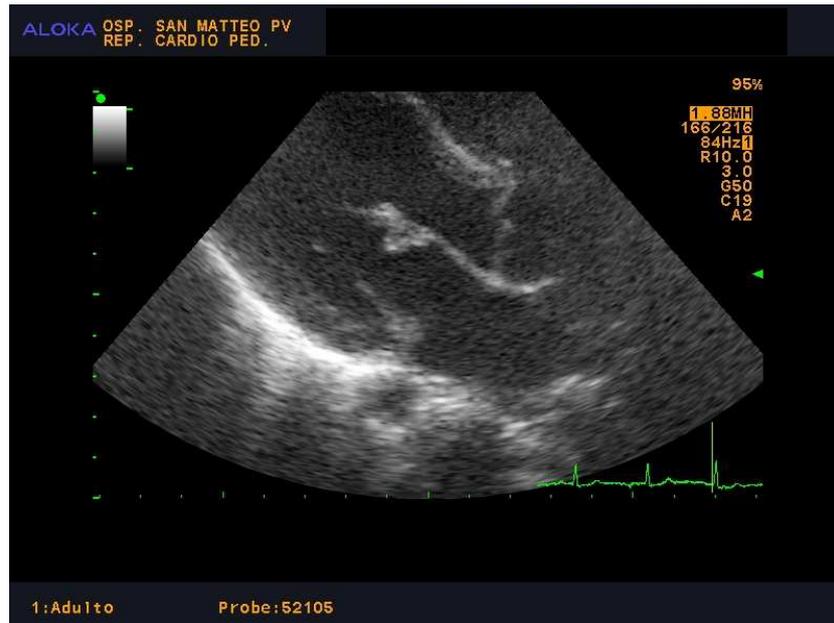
Ecocardiografia bidimensionale, proiezione parasternale asse lungo: degenerazione valvolare mitro-aortica in paziente affetto da mucopolisaccaridosi tipo II (s. di Hunter tipo A).
